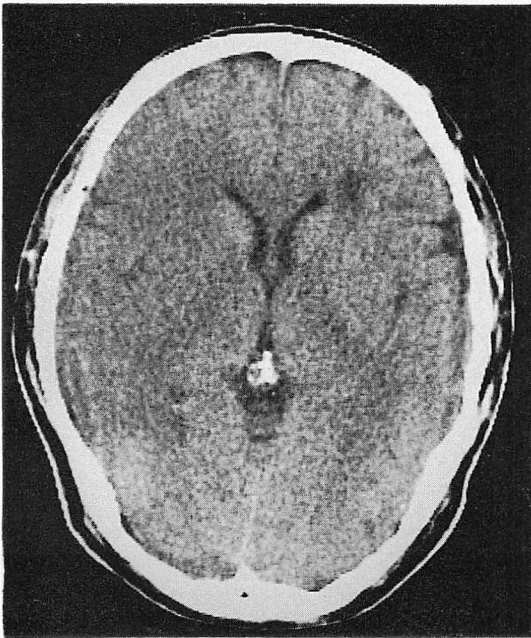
Computed tomogram just before open heart surgery demonstrating massive infarct at the site of the right middle cerebral artery (Case 6).
